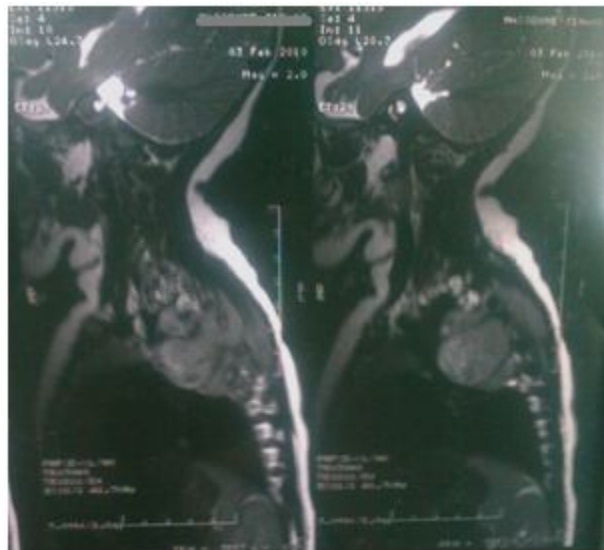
IRM sans injection du PC, montrant un NB thoracique.
